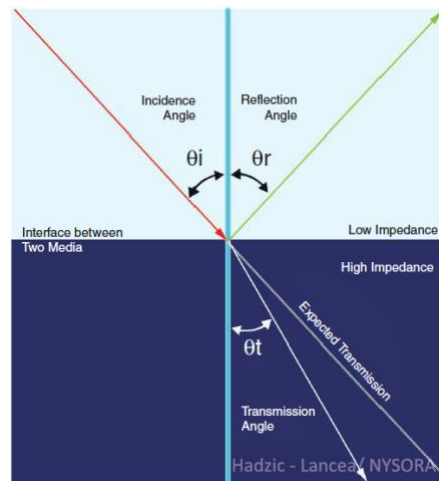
Interacción entre las ondas ultrasonográficas a través de un medio difícil de pasar. Fuente: Hadzic's Peripheral Nerve Blocks and Anatomy for Ultrasound-Guided Regional Anesthesia, 2nd ed. New York: McGraw-Hill, Inc; 2011.
